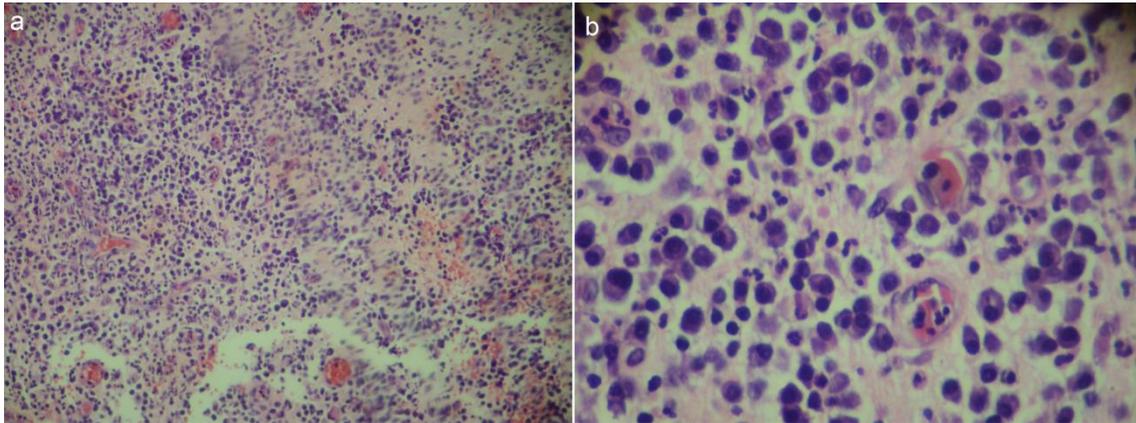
Coloração de HE. Granuloma periapical com infiltrado inflamatório misto. a) Aumento de 100x. b) aumento de 400 x.
